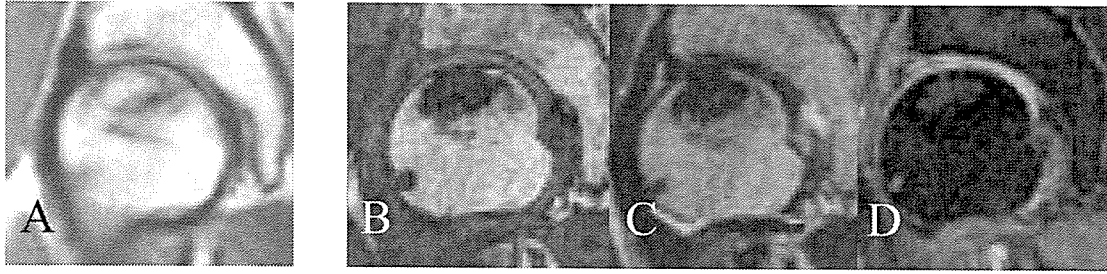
同患者の移植後 2 年の右股関節 T1 強調画像(A)と移植後 15 年の T1 強調画像(B)、T2 強調画像(C)、脂肪抑制画像(D)。MRI 上は脂肪抑制画像上高輝度像による壊死領域の置換を認めた。
